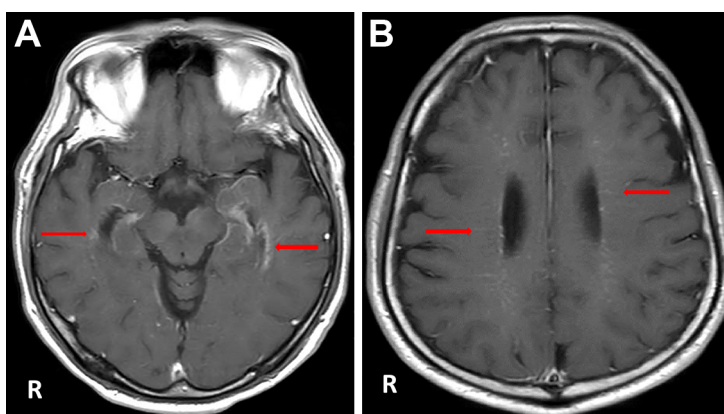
Brain Contrast MRI at first visit.
